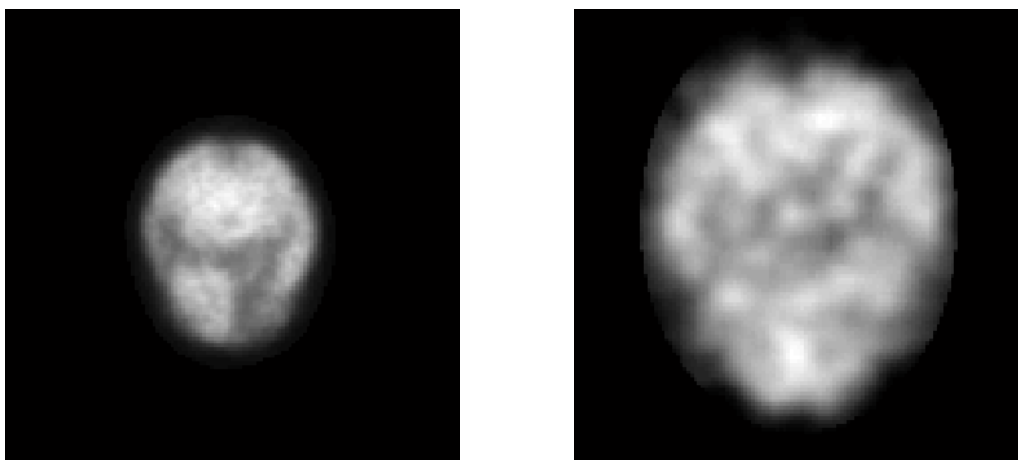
SPECT simulado y SPECT real. A la izquierda el SPECT simulado, a la derecha el SPECT real.
